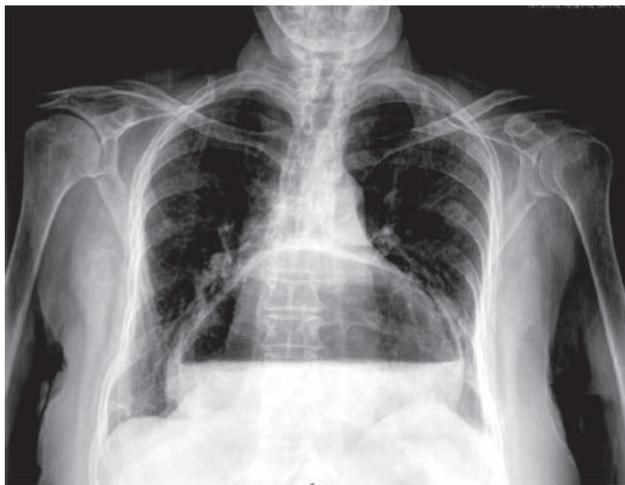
Radiografía de tórax en la que se aprecia una imagen redondeada a nivel mediastinal, de bordes bien delimitados, con nivel hidroaéreo, correspondiente a la cavidad gástrica.
